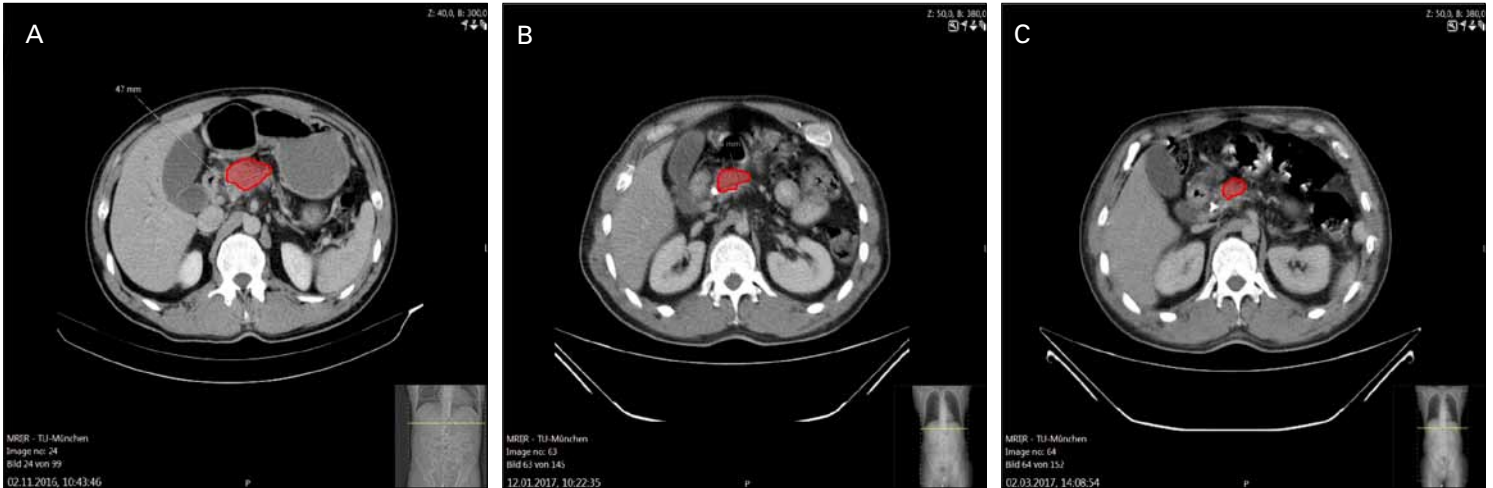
Cross sectional CT imaging showing a 4.7cm pancreatic tumor (A), with reduction in size to 4.0 cm (B) and 3.5 cm (C) during course of neoadjuvant chemotherapy.
